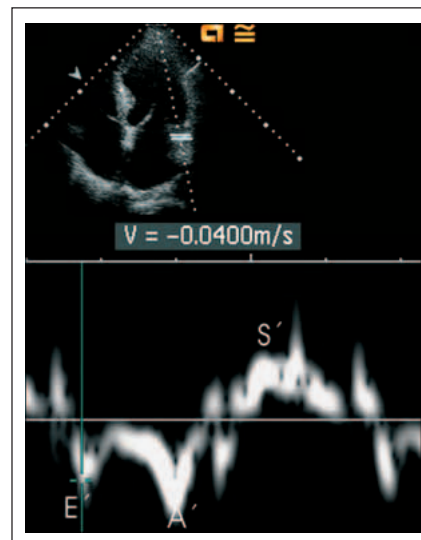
Gepulster Gewebedoppler des lateralen Mitralkanulus: sehr niedrige frühdiastolische Myokardgeschwindigkeit (E'-Welle). Ein Amplitudenverhältnis von $E_{mitralis}/E'$ von > 15 entspricht einem erhöhten linksventrikulären Füllungsdruck.
